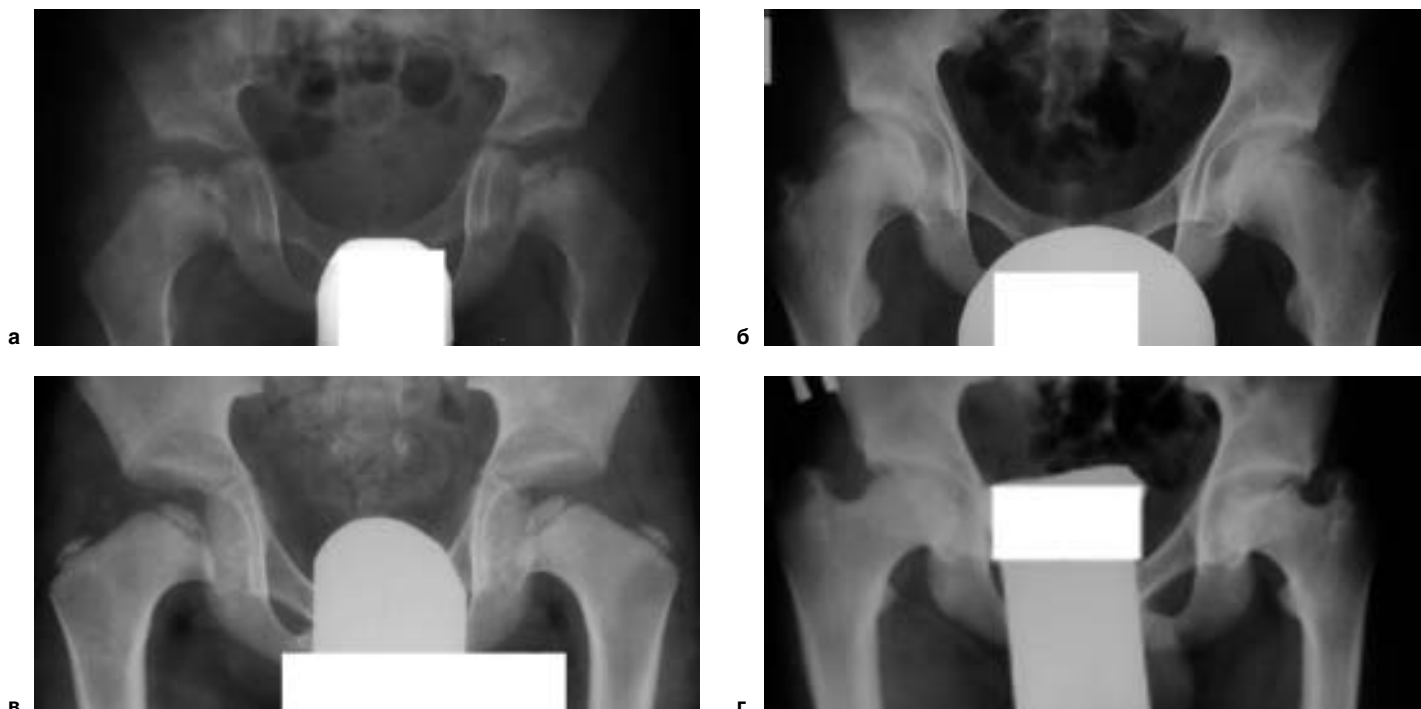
а, б, в, г. Рентгенологические изменения головок бедренных костей при МЭД.
